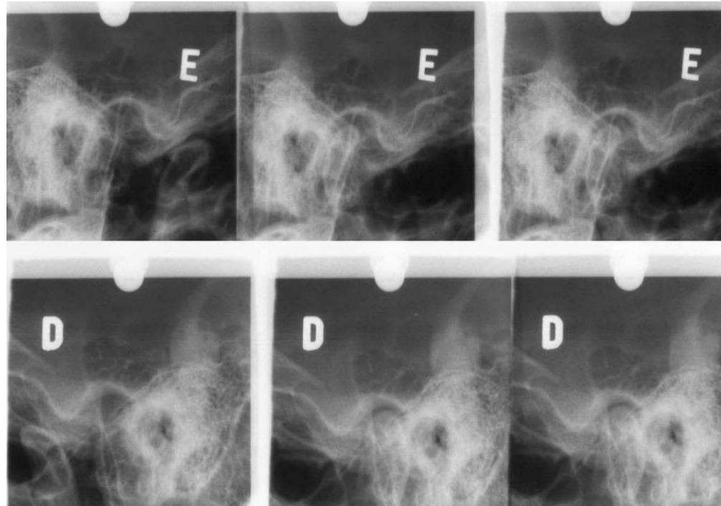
Radiografia transcraniana
